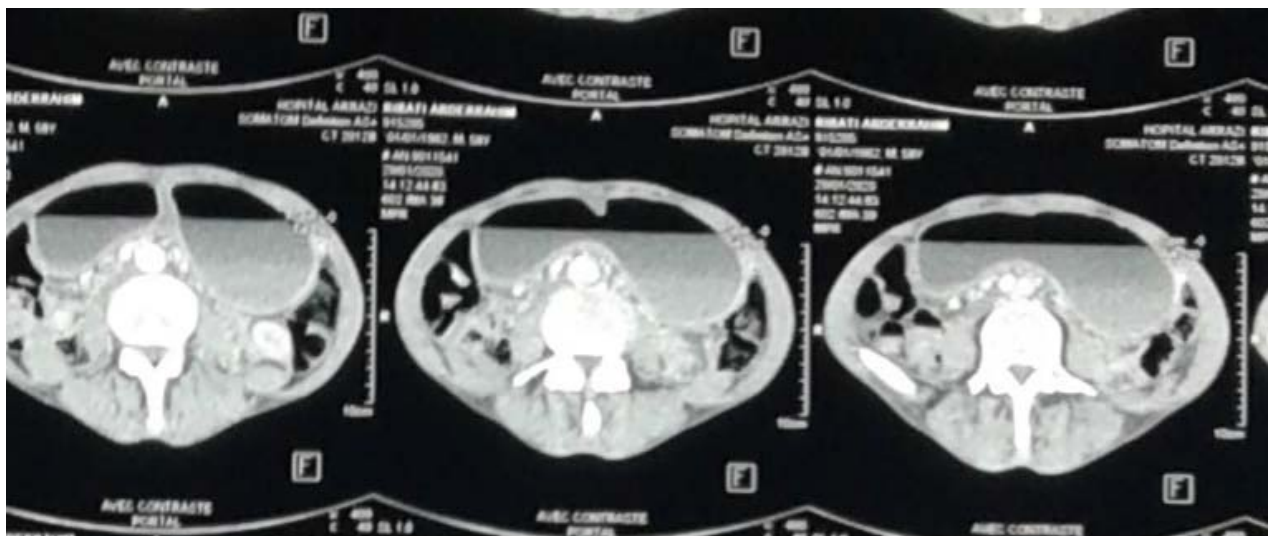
Coupes TDM chez un patient de 58 ans, avec unesténose pylorobulbaire à la FOGD et deslésions inflammatoires aiguës bulbairesà l'examen anatomopathologique, montrant une stase gastrique sans opacification pylorobulbaire.
